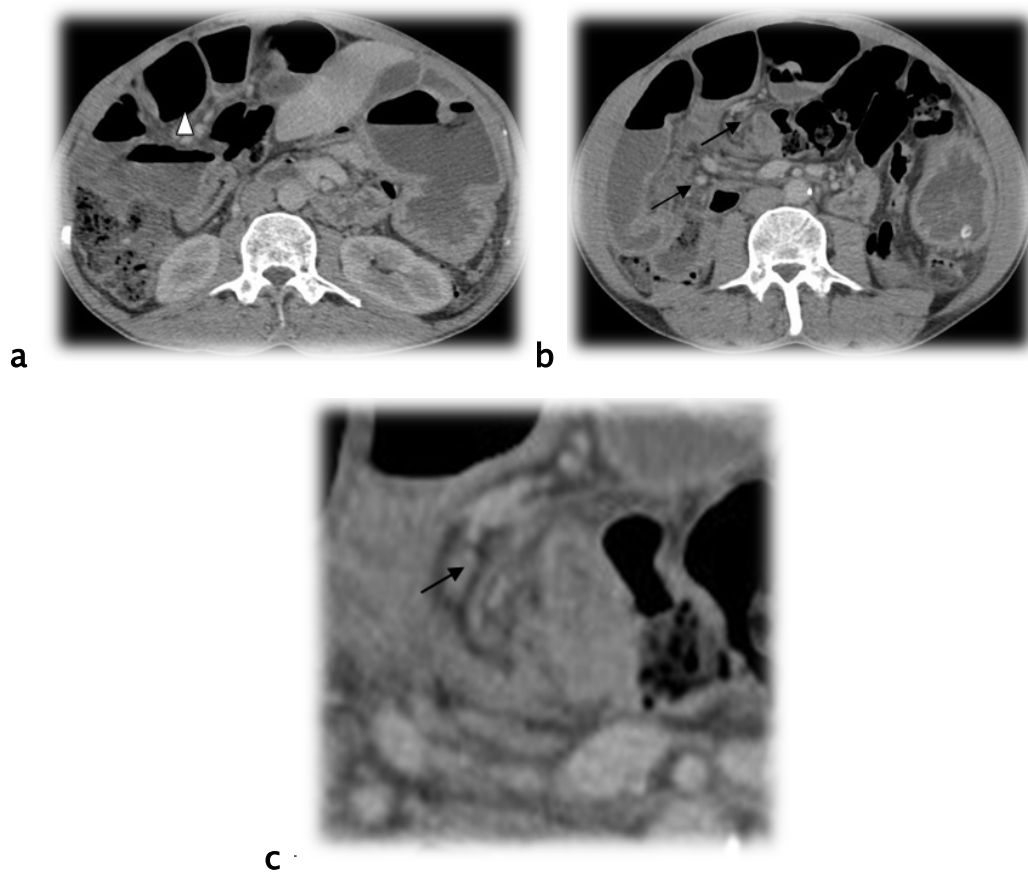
Patient âgé de 65 ans, antécédent de cholécystectomie et qui présente un syndrome occlusif d'installation brutale. TDM abdominale avec injection du PDC objectivant :
